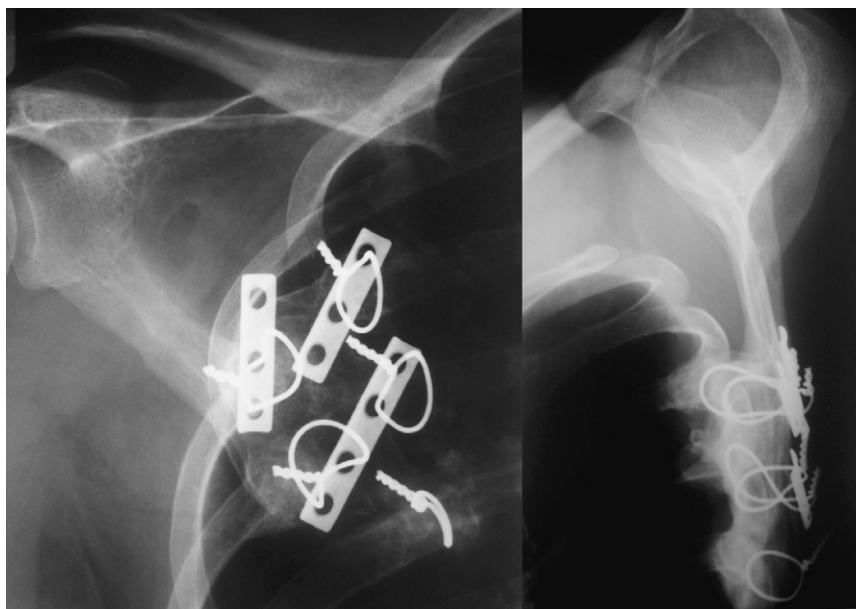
Radiographie de face et de profil après arthrodèse scapulothoracique droite au moment de la révision.
